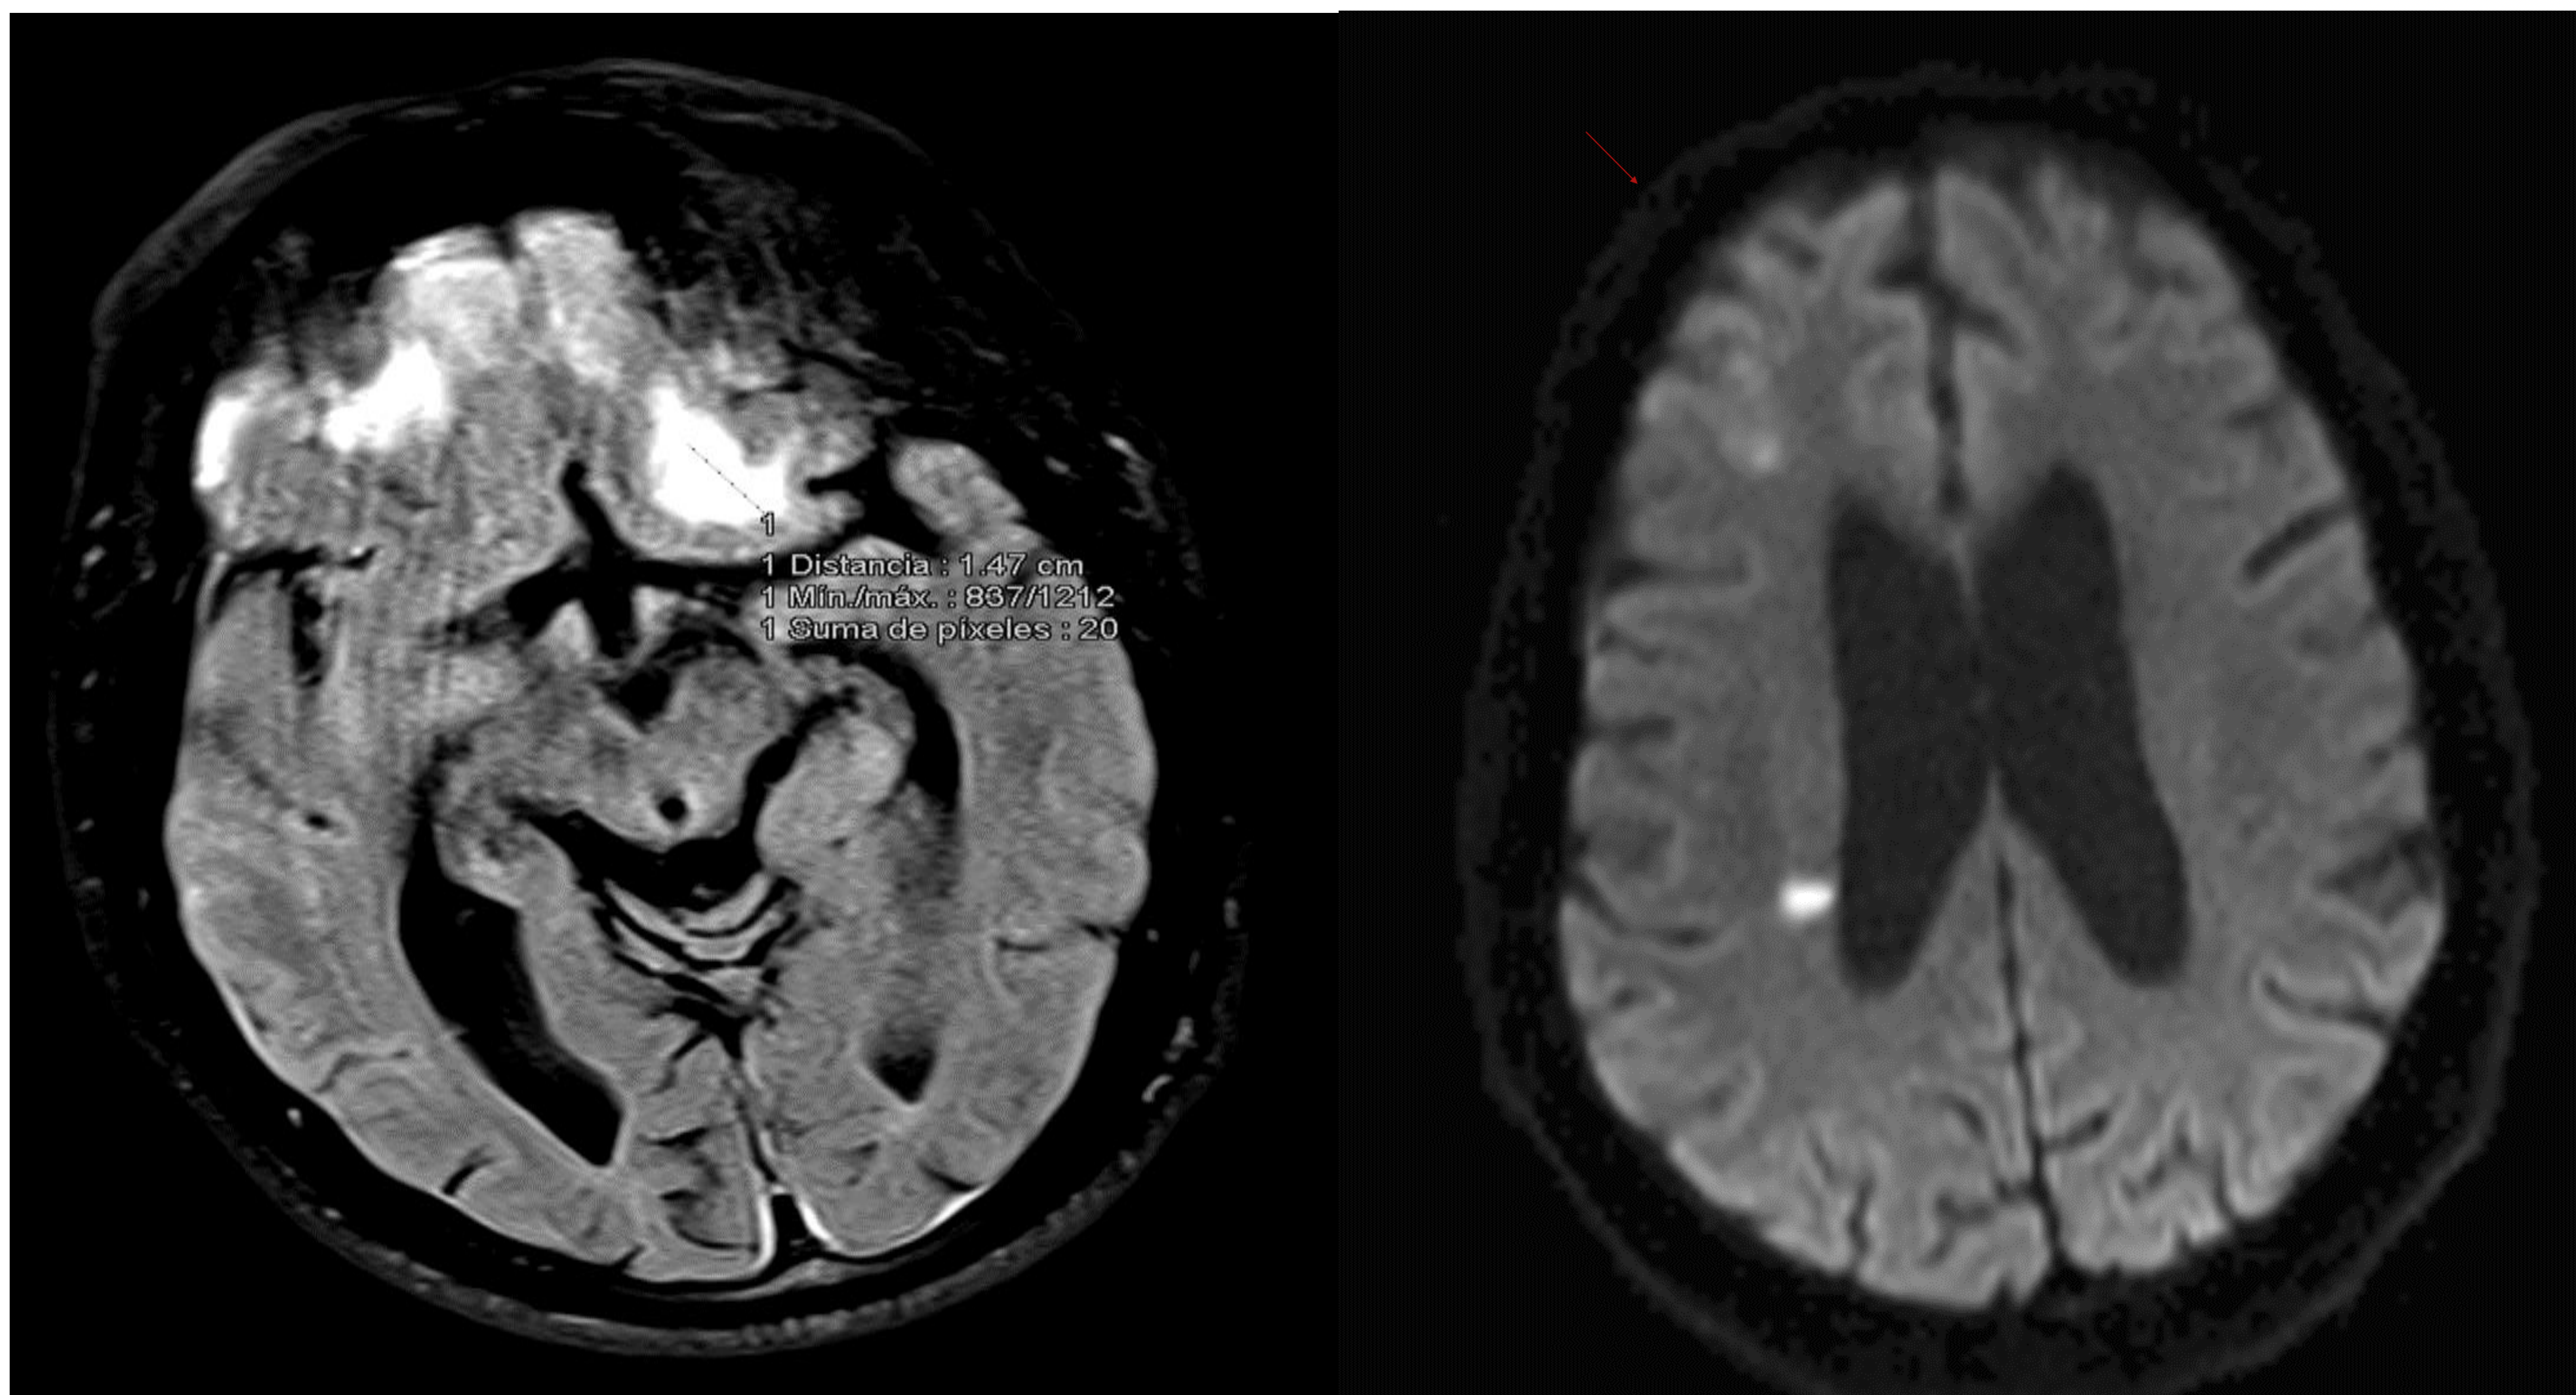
Estudio de RM en paciente con TCE previo con múltiples lesiones hemorrágicas. La figura A corresponde a un corte axial adquirido con secuencia T2 FLAIR en la que se aprecia un aumento de señal en relación con contusiones hemorrágicas fronto-basales bilaterales, las de mayor tamaño en lado izquierdo de unos 1.7 cm aproximadamente que socia leve edema perilesional sin efecto de masa significativo. Fina lámina de hematoma subdural en convexidad frontal derecha (flecha roja).
